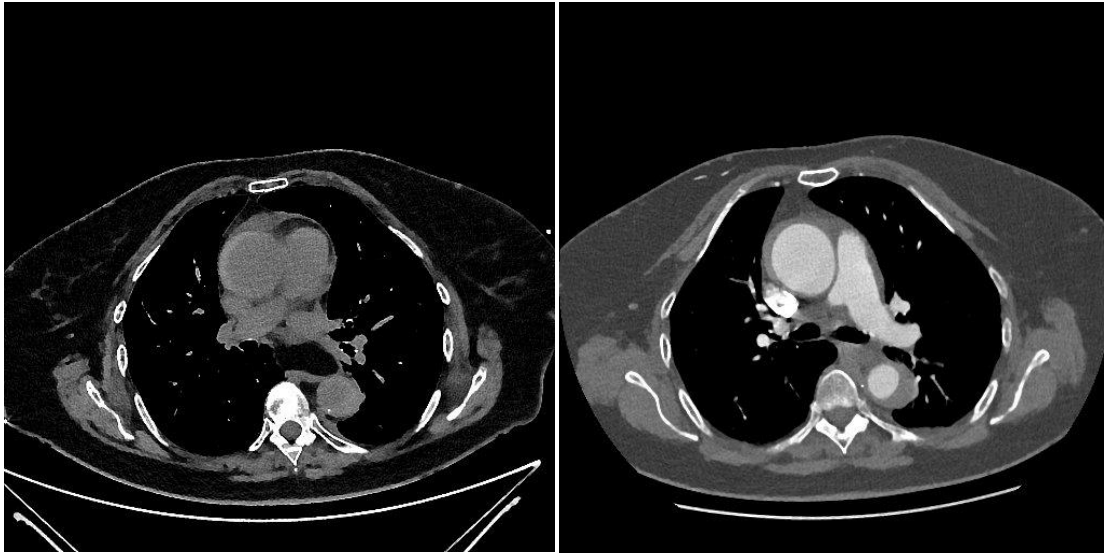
Langstreckiges intramurales Hämatom der thorakalen Aorta. Links: In der nativen CT-Untersuchung erkennt man das hyperdense Wandhämatom. Rechts: Erst in der CTA lässt sich das Gefäßlumen beurteilen.
